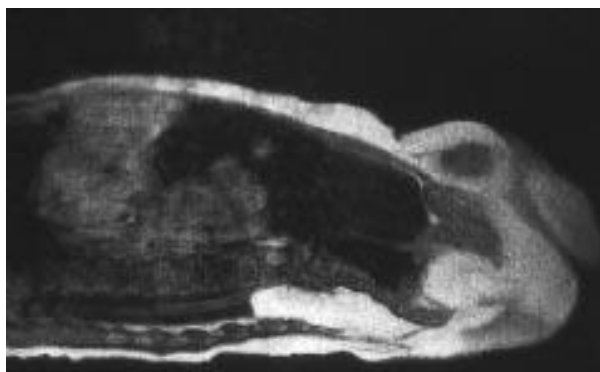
IRM montrant un spinalipome intramédullaire [6]
